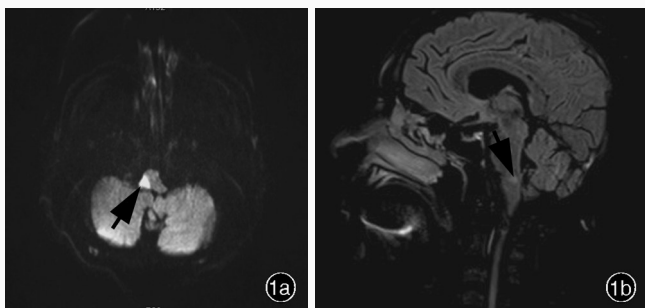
男性患者,69岁,临床诊断为延髓头部背外侧综合征。头部MRI显示,延髓头部背侧偏右异常高信号影(箭头所示) 1a 横断面DWI 1b 旁正中矢状位抑脂T₂-FLAIR
